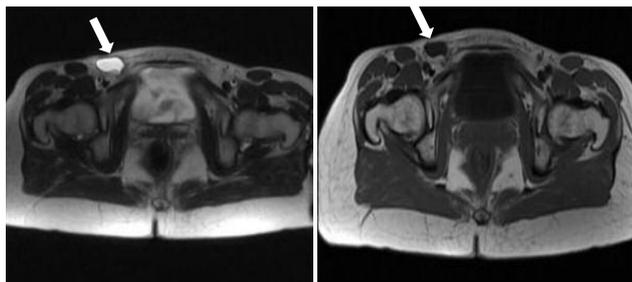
Cortes sagitales de RMN inguinal donde se observa quiste de Nuck con morfología en “coma” (flechas) en fase T2 (izquierda) y fase T1 (derecha).
